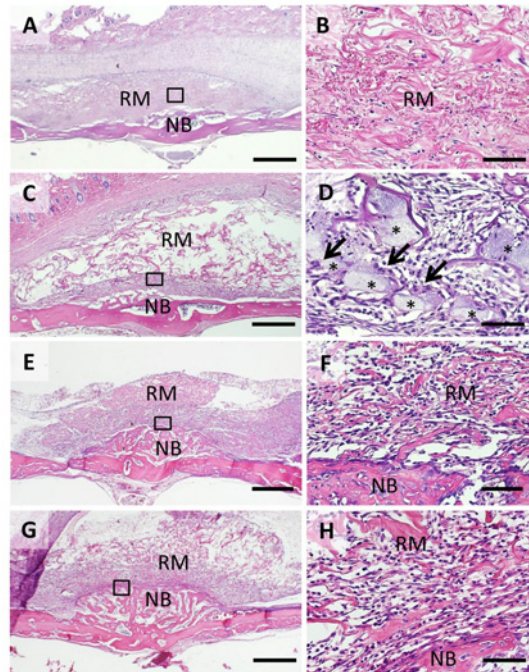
A, B: コラーゲンスポンジ. C, D: ナノコーティングスキャフォールド. E, F: FGF2 添加スポンジ. G, H: FGF2 添加ナノコーティングスキャフォールド. Scale bars: 1 mm (A, C, E, G), 100  $\mu$ m (B, D, F, H). RM: 残存試料, NB: 新生骨. マクロファージ (矢印), TCP 粒子 (\*).
